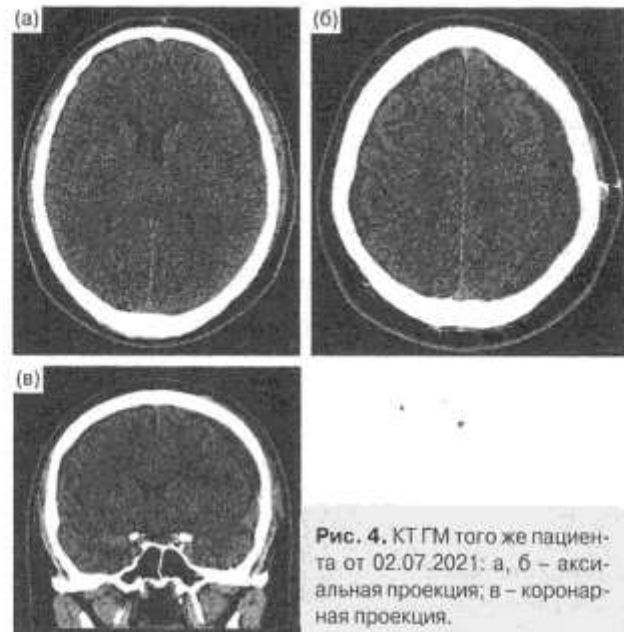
КТ ГМ того же пациента от 02.07.2021: а, б – аксиальная проекция; в – коронарная проекция.
